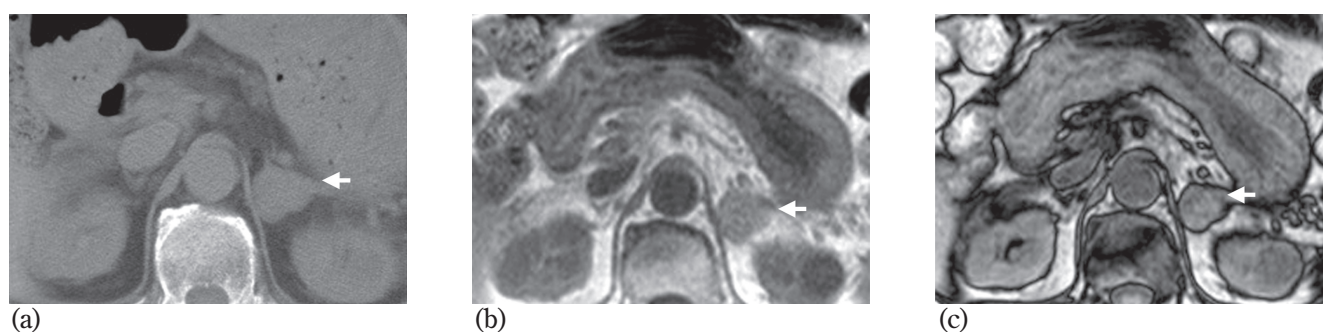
Non-functioning adrenal adenoma was found on abdominal CT incidentally in 63 year-old-woman (Type 2). (a) Unenhanced transverse CT scan shows left adrenal mass of 27 HU. (b)in-phase image;(c)opposed-phase image; A 43% decrease was seen between in the in-phase and opposed-phase images obtained using dual chemical shift method. The lesion is unchanged more than one year.
